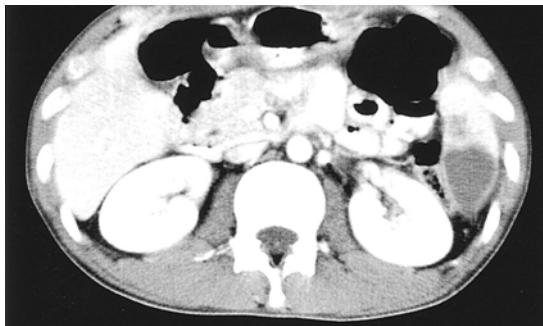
Computed tomography of abdomen showed focal splenic infarction, subacute stage.
